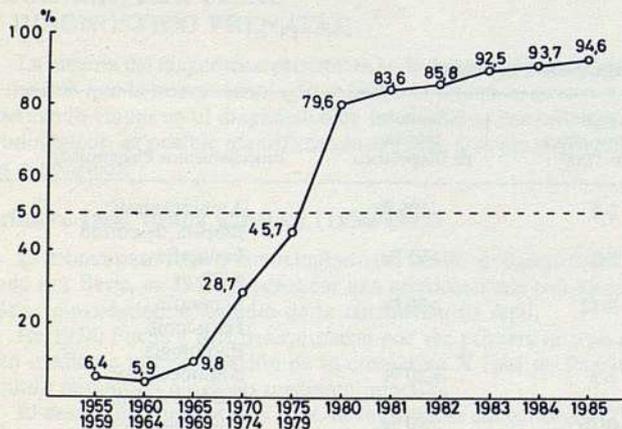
Curva evolutiva de la capacidad diagnóstica prenatal de las malformaciones congénitas mayores. Se ha pasado de una *diagnosticabilidad* inferior al 10 % (antes de 1970), al 94,6 %. La razón hay que atribuirlo a la ultrasonografía. (Instituto Dexeus, 1985.)
